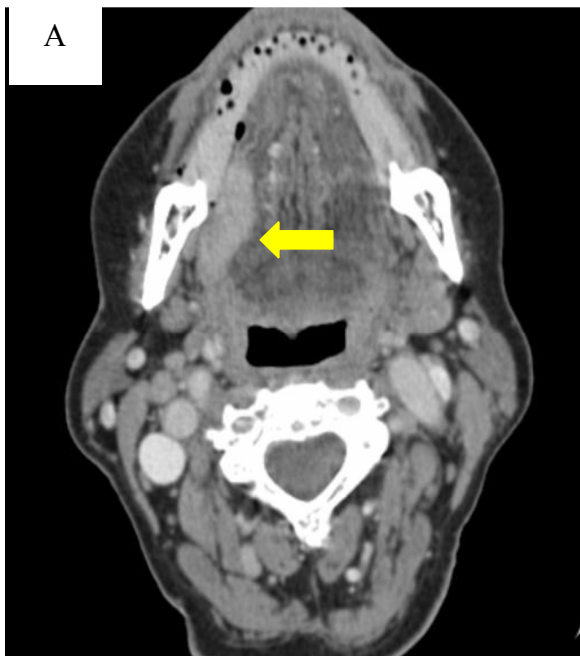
Paciente do grupo 1 com carcinoma espinocelular de assoalho da boca, clinicamente T4N3 e na tomografia T4aN2c (observador 1).
